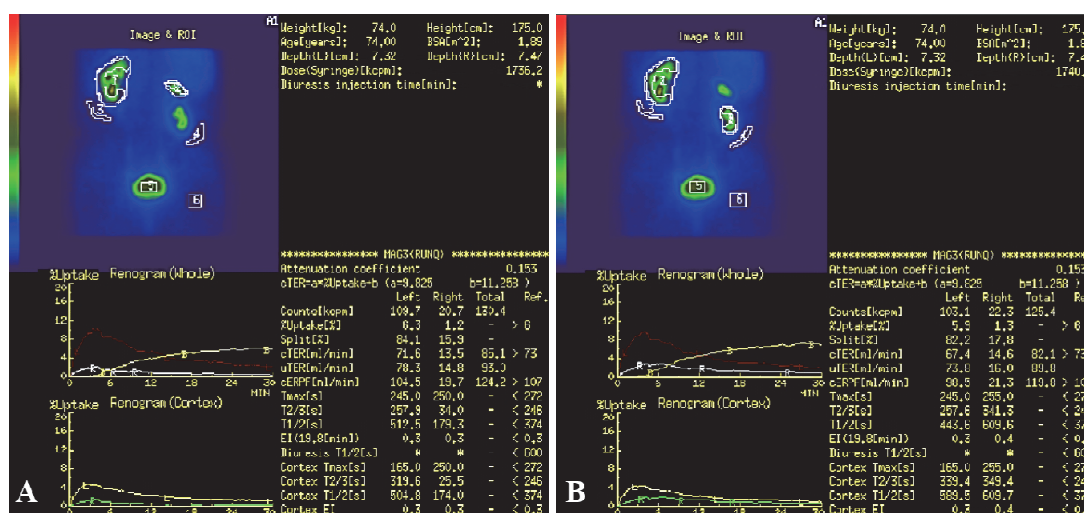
^{99m}Tc-MAG3 scintigraphy demonstrated that the effective renal plasma flow (ERPF) of the left kidney was around 100 mL/min; however, that of the cranial (A) and caudal (B) kidneys on the right side was 19.7 mL/min and 21.3 mL/min, respectively.
